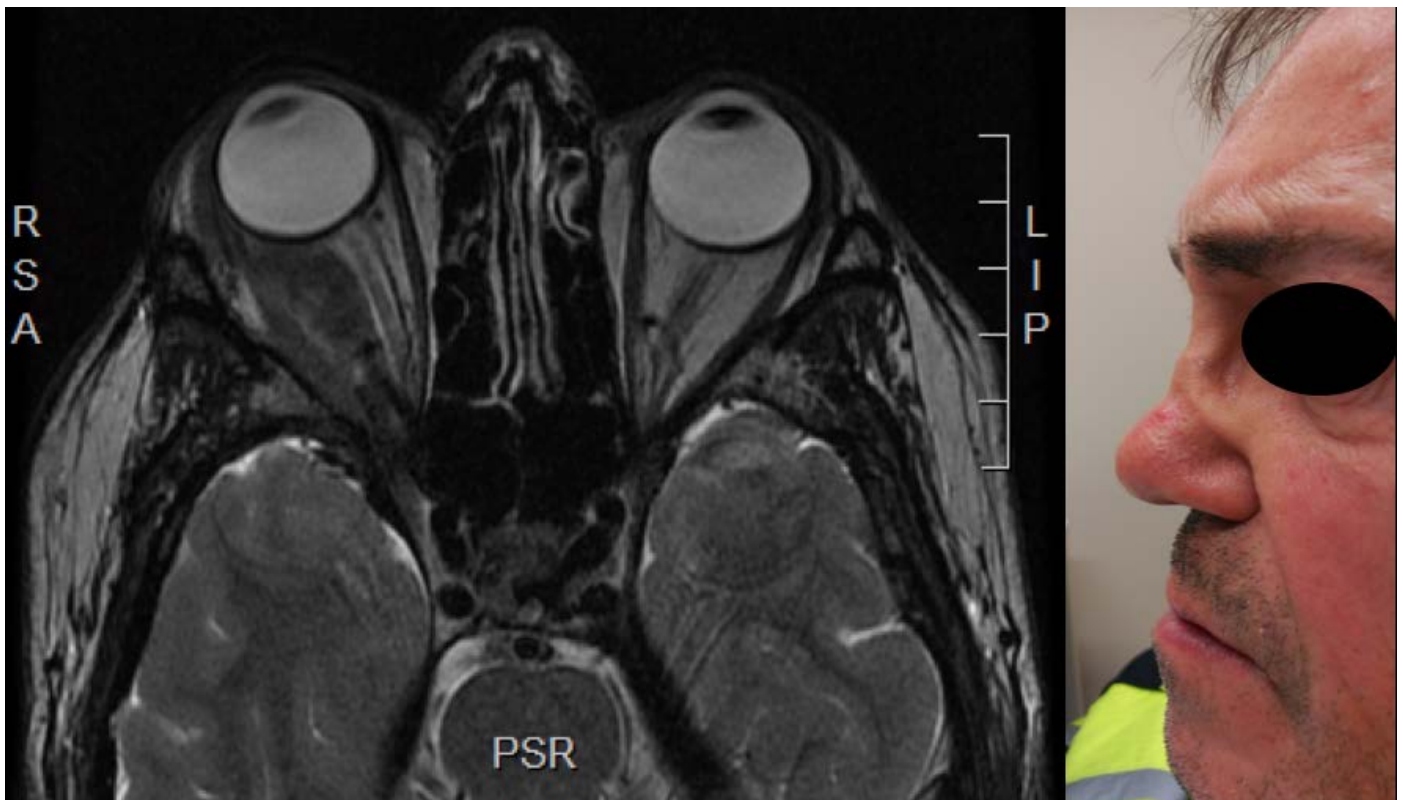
Fotografía del paciente a la derecha, donde se aprecia deformidad nasal e imagen de TC del tumor fibrosante de órbita que presentaba a la izquierda.
